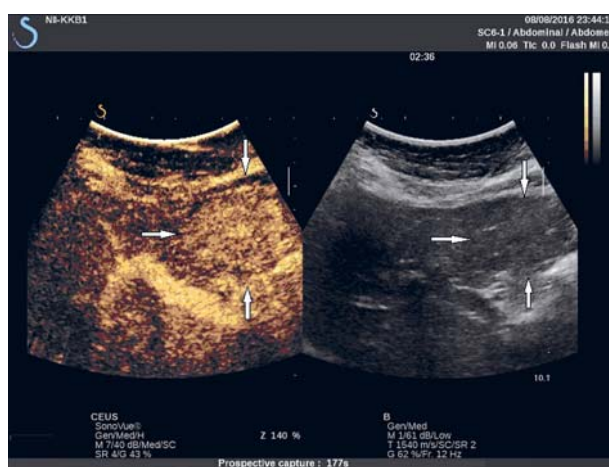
ГЦА. КУУЗИ. Относительная гиперэхогенность новообразования в ПФ (156 с исследования).
